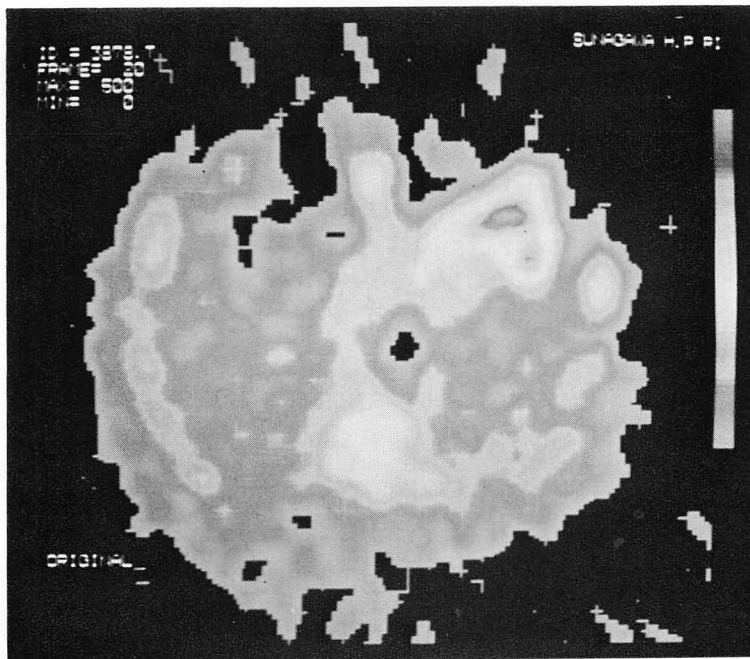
Transaxial tomographic image with technetium-99m pyrophosphate in a patient with anteroseptal myocardial infarction.
